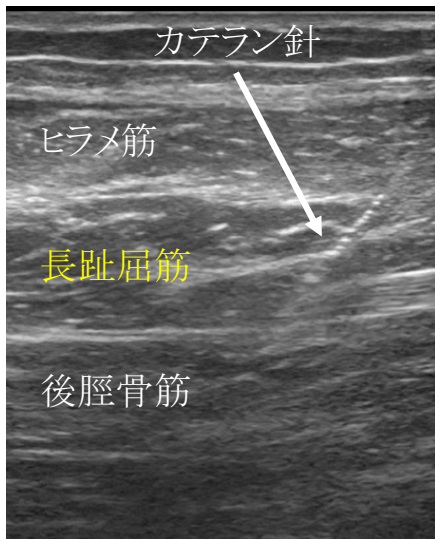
長趾屈筋に対するワイヤ電極刺入時の超音波画像
